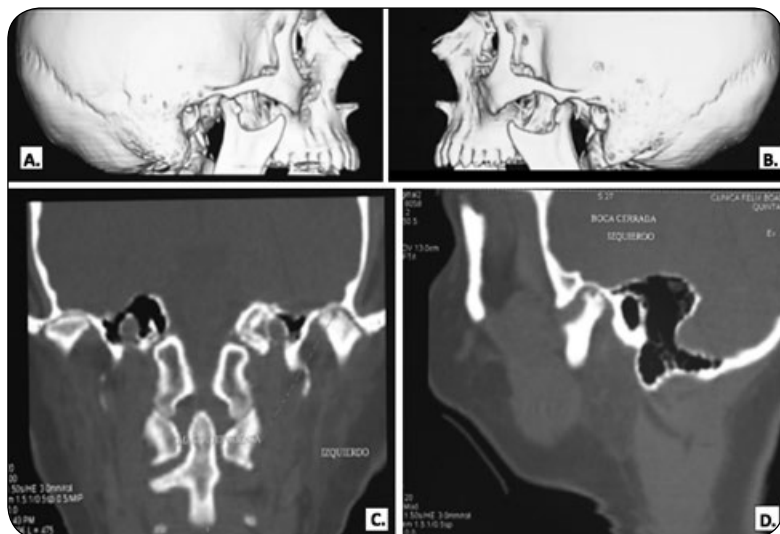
Osteoarthritis en ATM Bilateral. Boca Abierta Vista ATM derecha (A) y ATM izquierda (B) Reconstrucción tridimensional. Tomografía Computarizada. C, Corte Coronal y D, Corte Sagital de ATM izquierda, donde se observa la presencia de quistes subcondrales.
